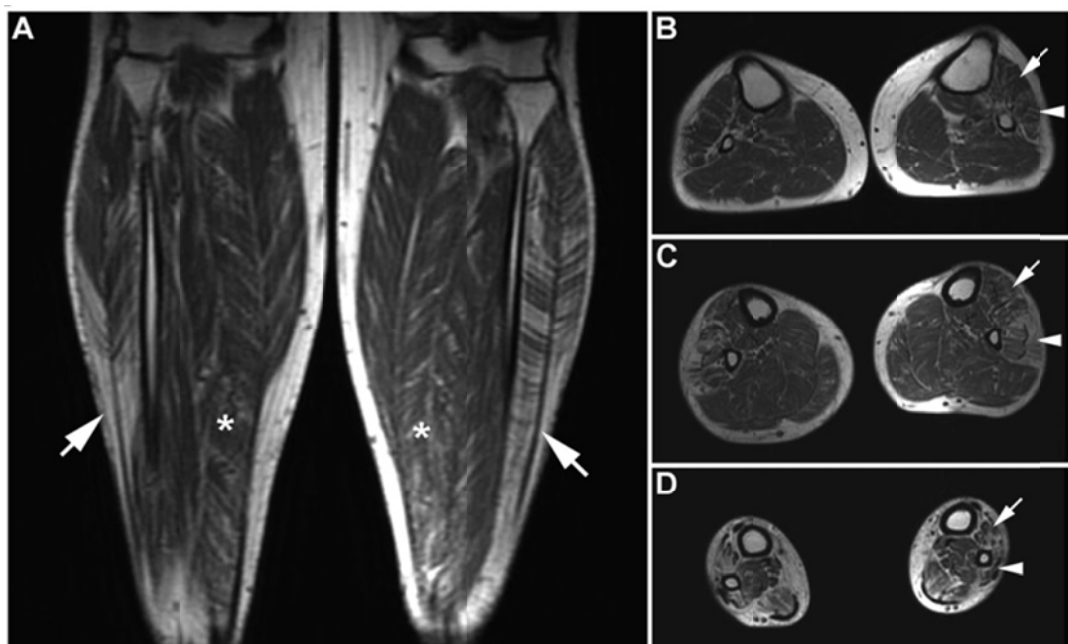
Estudio RM en el caso ilustrado en la figura 10E-F¹³⁴. (A) Imagen coronal ponderada en T1 de las piernas en la que se observa una extensa infiltración grasa bandeada de los músculos peroneos, que es más acentuada distalmente (flechas). La porción distal de los músculos sóleos está afectada en menor grado (asteriscos). Imágenes axiales ponderadas en T1 (B, tercio proximal de las piernas; C, tercio medio; D, tercio distal) en las que se puede observar una infiltración grasa de predominio distal en la musculatura de los compartimentos anterior (flechas) y lateral (puntas de flecha); nótese la preservación de los compartimentos musculares posteriores.
